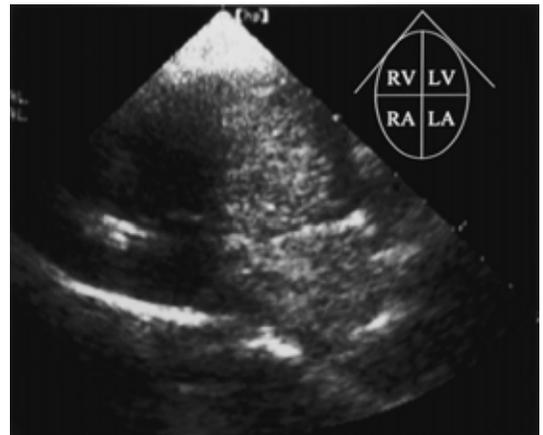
異常動脈よりの選択的コントラストエコー。画像は心尖部四腔断面。多量のコントラストが左房・左室へ到達した。
